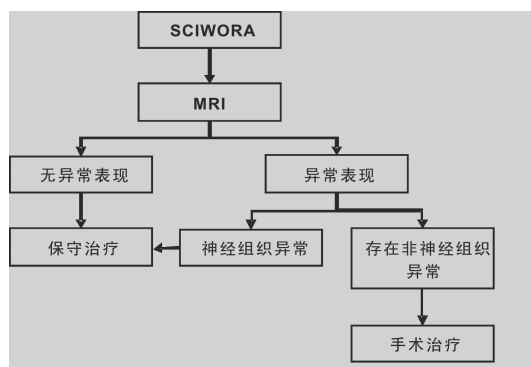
SCIWORA 患者治疗选择流程图^[3]。保守治疗包括 12 周的固定和 6 个月的高危活动限制。非神经组织异常包括韧带损伤、失稳等。存在非神经组织异常即包括仅有非神经组织的异常和同时具有神经组织和非神经组织的异常,尤其是 MRI 上具有明确异常表现和持续性或进行性加重的神经损伤症状患者更加提示需要进行手术治疗
